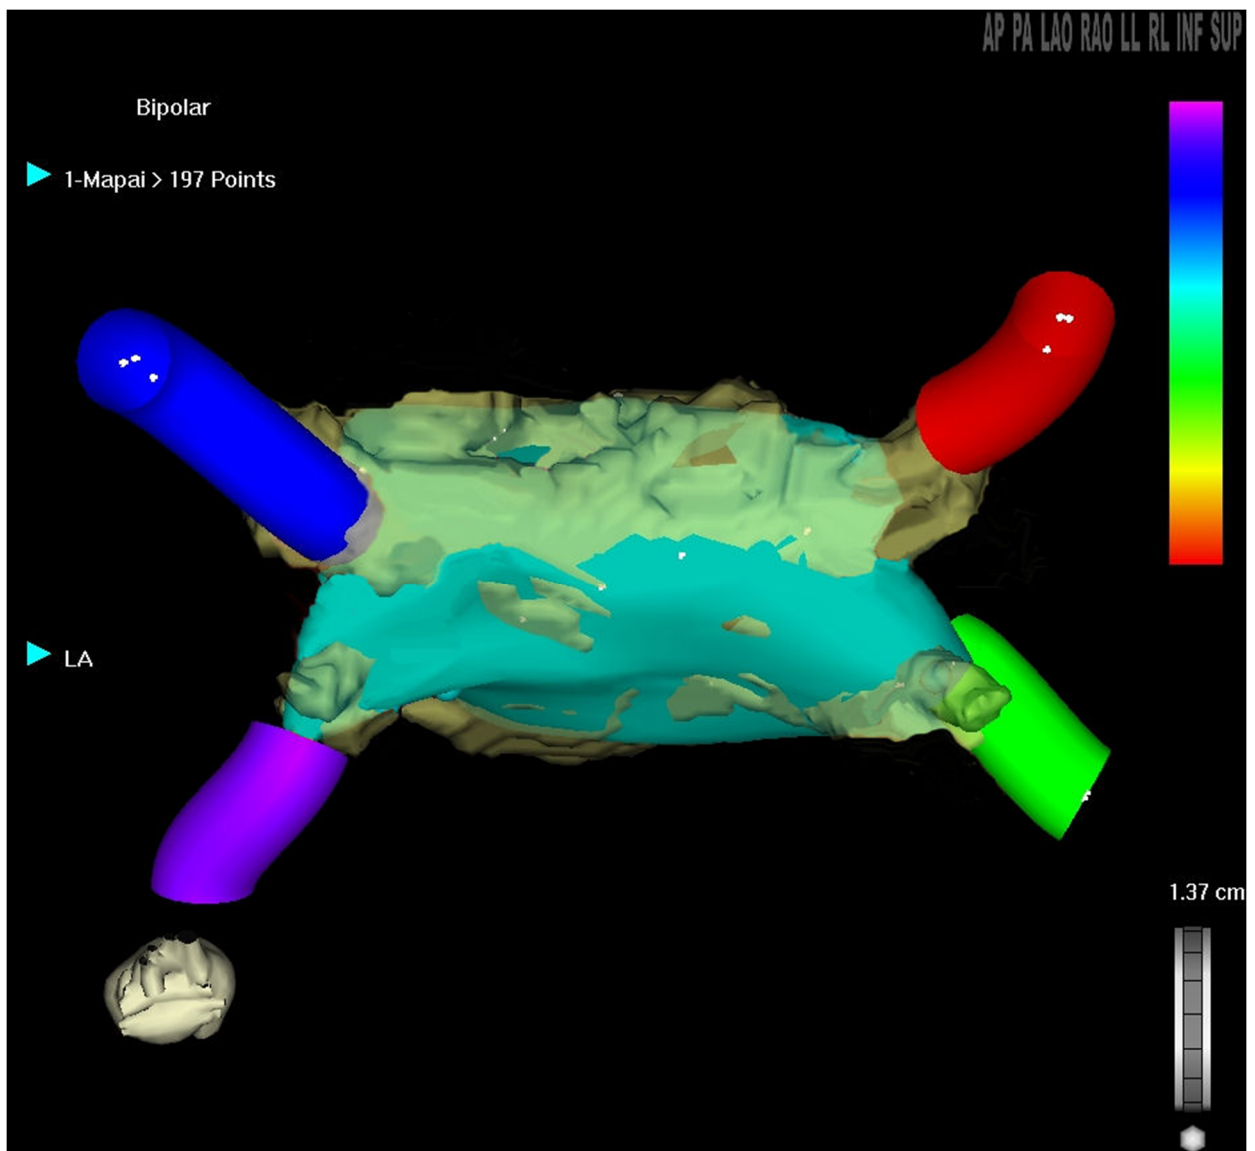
Mapa electroanatómico de la AI y porción proximal de las venas pulmonares integrado con las imágenes de RM. Vista superior.
